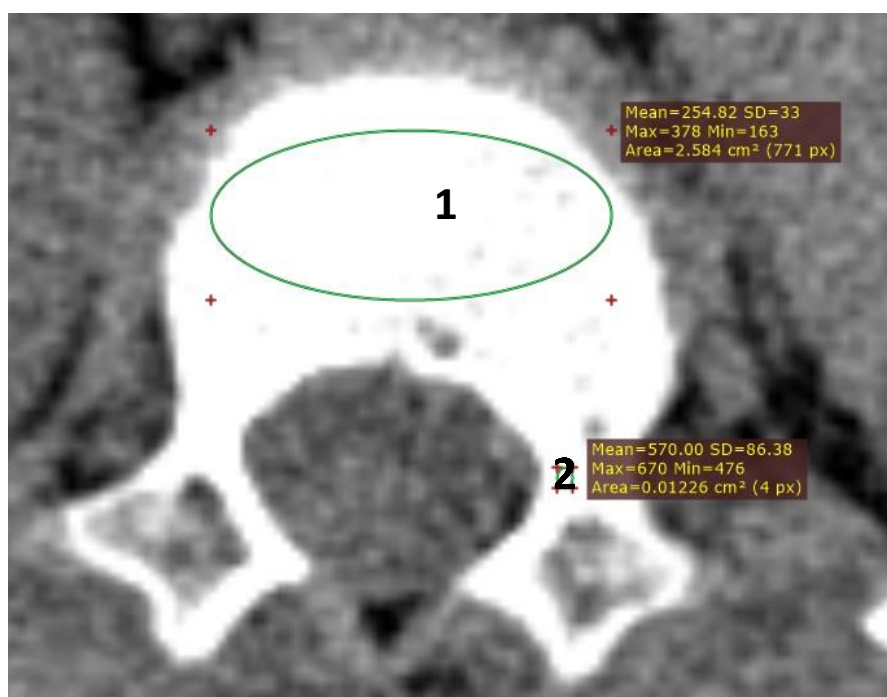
Определение по КТ средних значений чисел Хаунсфилда:
